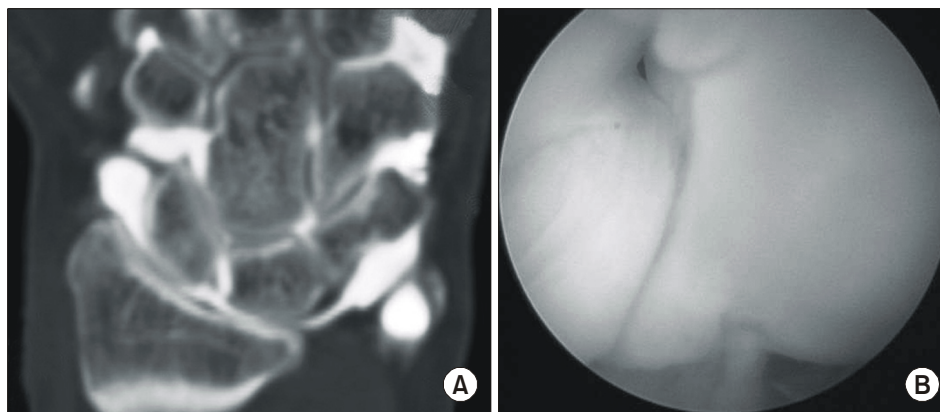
(A) A 29-year old man with a painful wrist on the right side. Arthro-CT shows dye filling between the lunate and scaphoid bones. (B) Arthroscopy shows inferior perforation of the scapholunate interosseous ligament.
